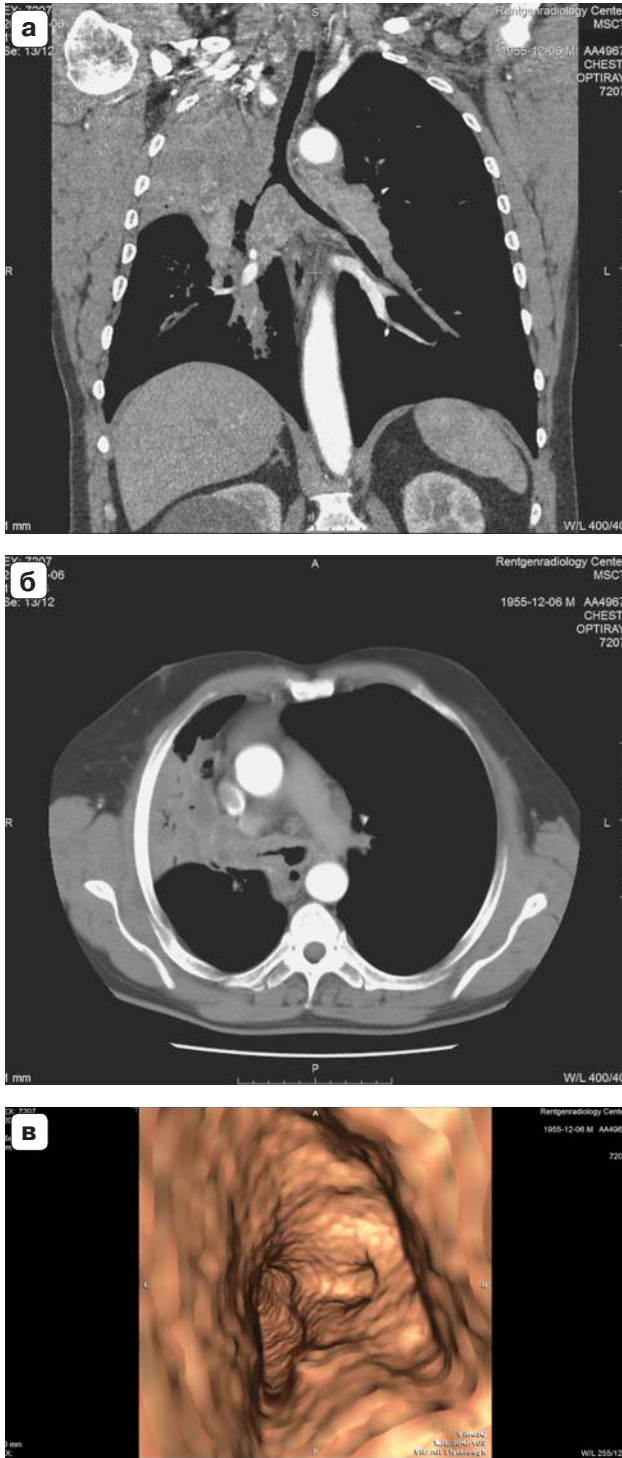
МСКТ-изображения центрального рака верхней доли правого легкого, ателектаз верхней доли, распространение опухоли на главный бронх, трахею. а – MinIP, фронтальная реконструкция; б – аксиальный срез, правый главный бронх сужен за счет опухолевой инфильтрации, подозрение на опухолевое поражение трахеи; в – ВБ, вид из трахеи, правый главный бронх циркулярно сужен, опухоль распространяется на правую полукруглость трахеи и карину.
